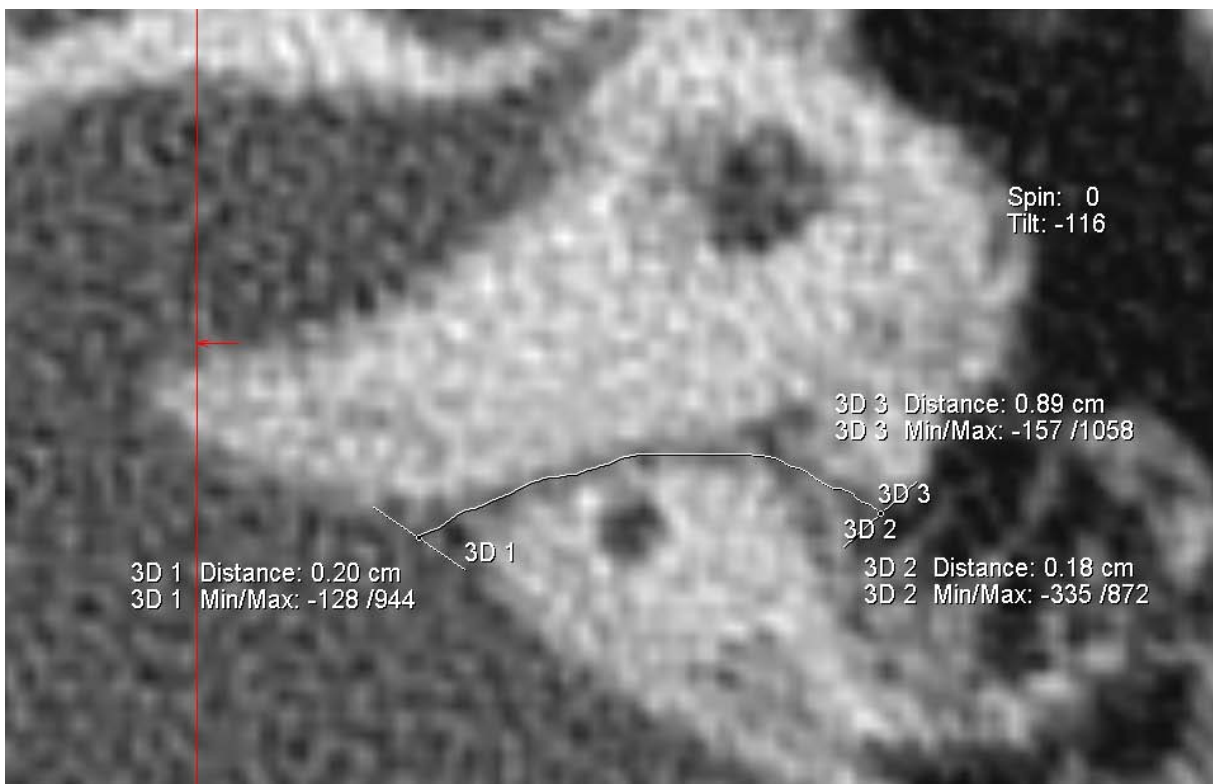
Messung der Länge des petromastoidalen Kanals (Subarcuate Channel) {3D 3} [CT_SAC_L_li] mit Tool ‚2D Freehand Distance‘
